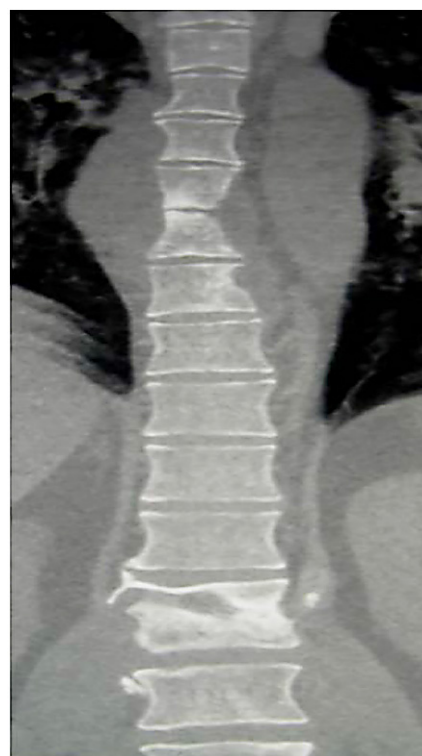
Компьютерная томография грудного отдела позвоночника в фронтальной проекции (MIP реконструкция). Контактная деструкция смежных замыкательных пластин в сегментах Th<sub>5</sub>-Th<sub>6</sub>, Th<sub>12</sub>-L<sub>1</sub>. Двустороннее утолщение паравертебральных тканей
